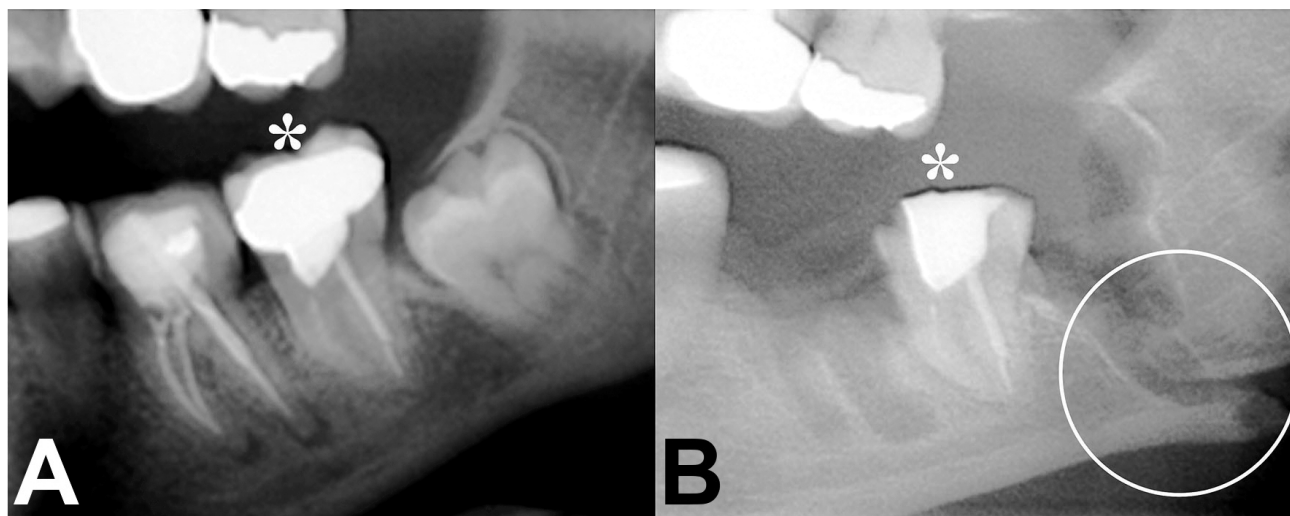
Paciente sexo femenino de 44 años con antecedentes de osteopenia y signos de fractura mandibular consecuente a extracción de primer y tercer molares inferiores izquierdos. A: Radiografía prequirúrgica; B: Radiografía postquirúrgica donde pueden observarse ambos alveólos postextracción, fractura desfavorable con desplazamiento del ángulo mandibular a la altura del alvéolo del tercer molar y discontinuidad del canal para el nervio alveolar inferior (círculo) e irregularidad por fractura coronaria del segundo molar (*), resultado de maniobras técnicas excesivas y descontroladas. Pudo corroborarse daño irreversible al nervio alveolar inferior con hiperestesia dolorosa en la hemimandíbula izquierda y parestesia en el hemilabio izquierdo (Laboratorio de Pericias en Odontología Forense –LPO-, Córdoba, Argentina).
